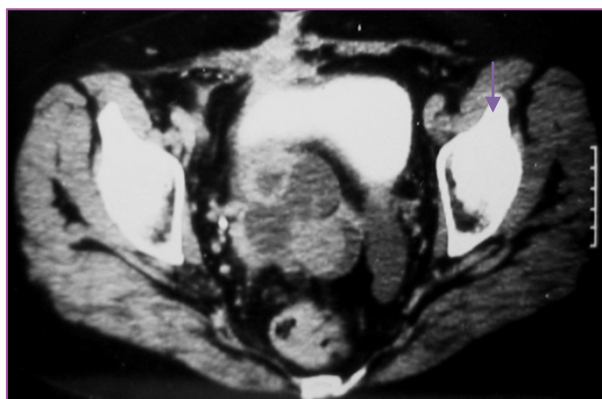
TAC DE PELVIS. SE DEMUESTRA LA INVASIÓN DE LA GRASA RETROVESICAL (FLECHA) POR UN TUMOR DE CÉRVIX (GRADO IV)
